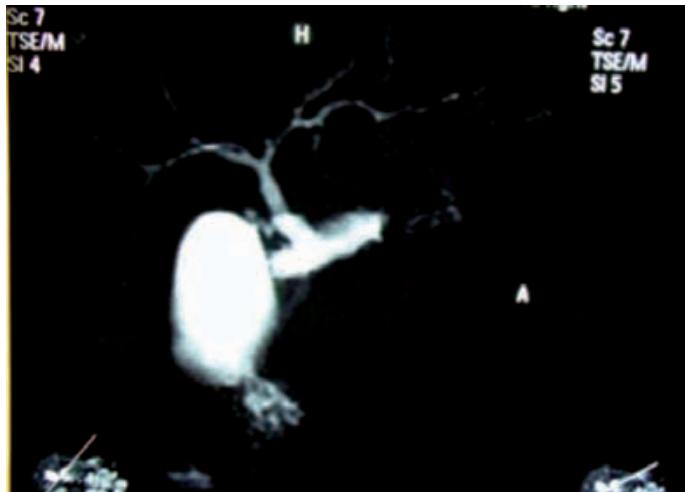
Colangiorresonancia en la que se observa vía biliar intrahepática con dilataciones, estenosis mínimas e irregularidad en sus contornos
